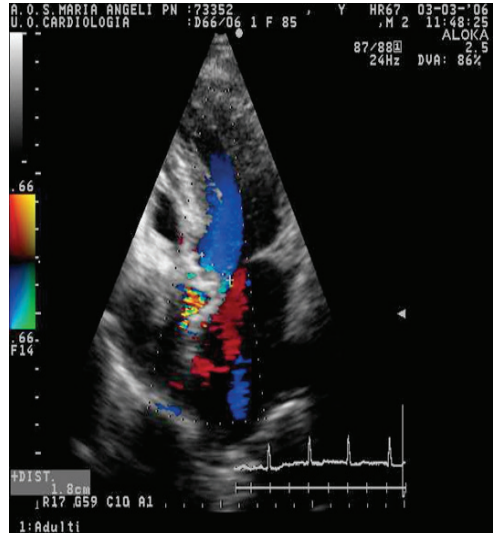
Aliasing del color Doppler a livello della valvola aortica stenotica, indicativo di turbolenza e accelerazione flussimetrica.
